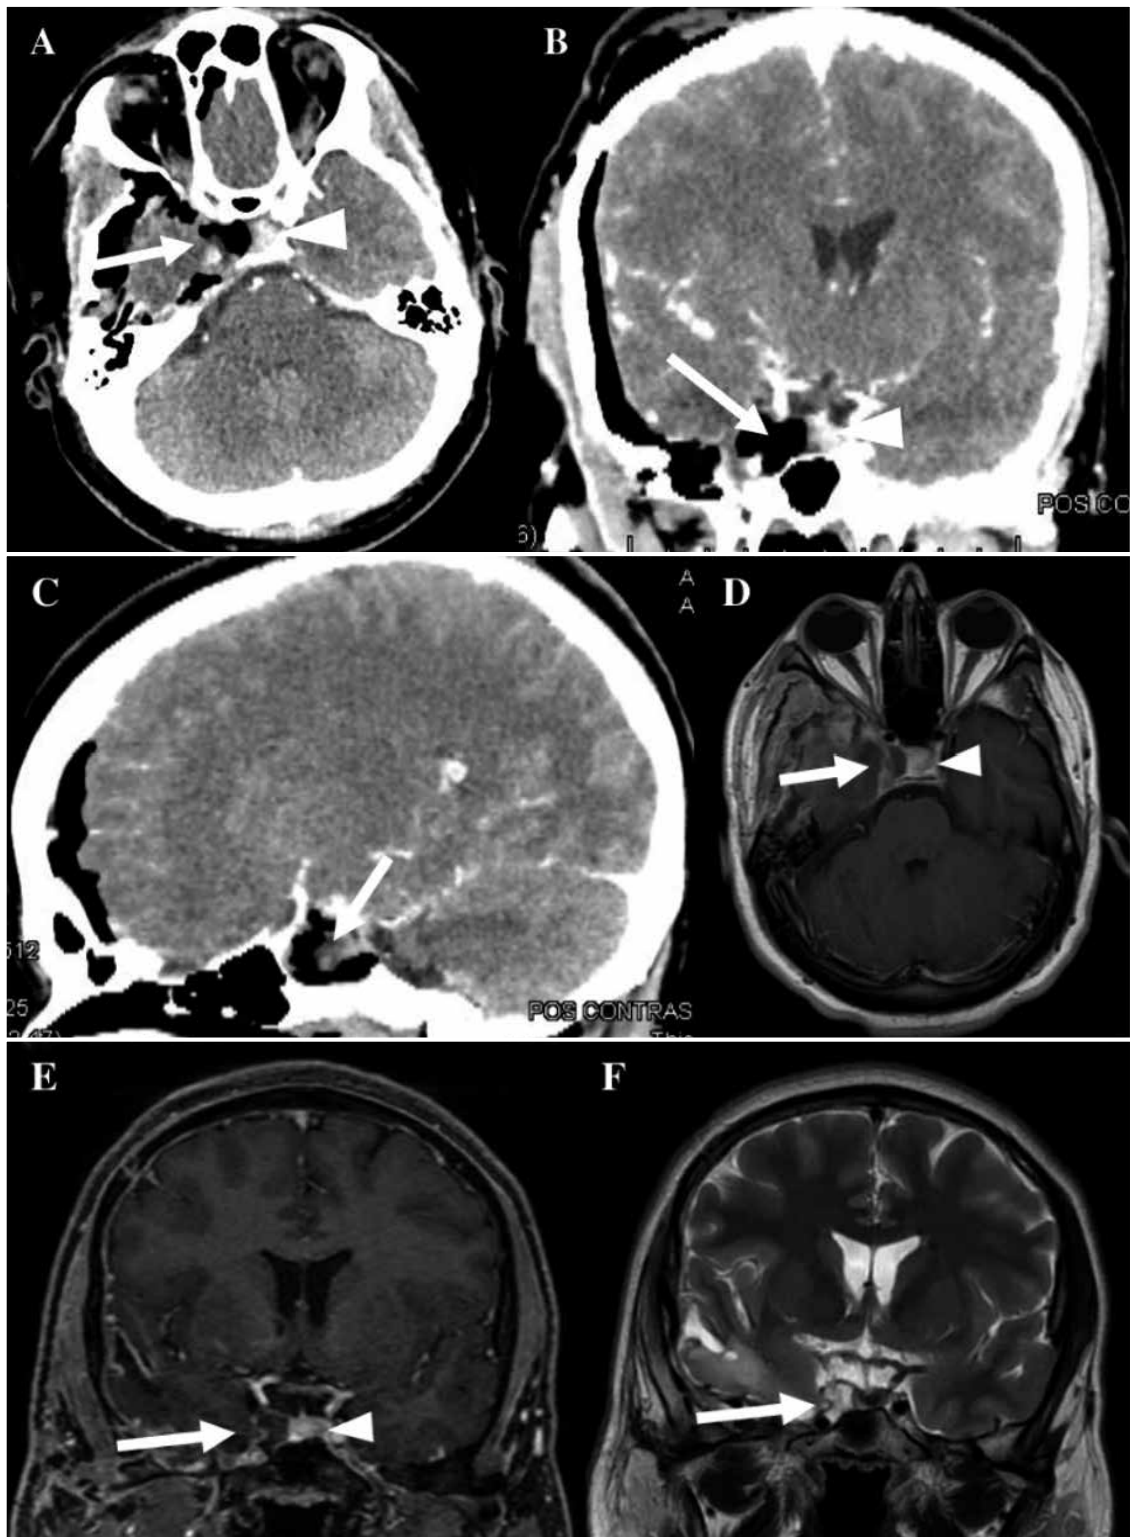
A, B y C. Tomografía cerebral contrastada posoperatoria inmediata. A. Corte axial donde se evidencia resección total de la tumoración (flecha) y la hipófisis desplazada hacia la izquierda (cabeza de flecha). B. Corte coronal donde no se logra evidenciar la tumoración (flecha) con la hipófisis desplazada hacia la izquierda (cabeza de flecha). C. Corte sagital donde no se evidencia la tumoración (flecha). D, E y F. Resonancia cerebral posoperatoria 2do mes. D. Corte axial, secuencia T1 con contraste, donde se evidencia secuela posquirúrgica, pero con resección total de la lesión (flecha), con hipófisis desplazada hacia la izquierda (cabeza de flecha). E. Corte coronal, secuencia T1 con contraste, donde se logra evidenciar lecho quirúrgico sin presencia de tumor (flecha), con hipófisis desplazada hacia la izquierda (cabeza de flecha). F. Corte coronal, secuencia T2, donde se evidencia lecho quirúrgico sin presencia de tumor (flecha).
